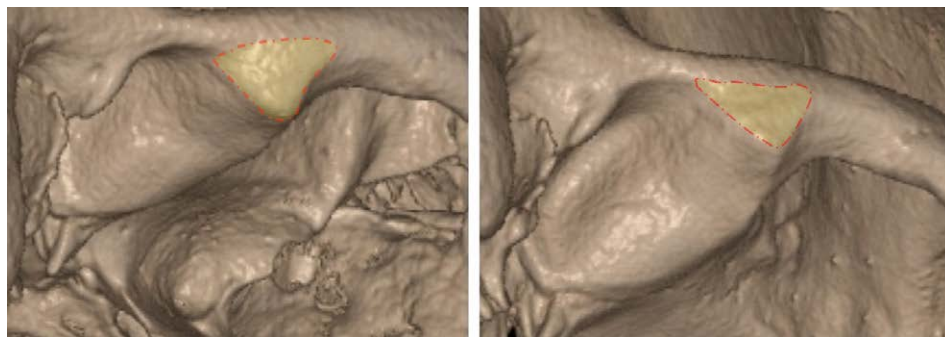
Fossa mandibolare (*H. sapiens*), visione latero-inferiore: evidenziata la superficie di inserzione del legamento temporo-mandibolare. TC cone beam di reperto del Museo di Antropologia dell'Università di Firenze.
